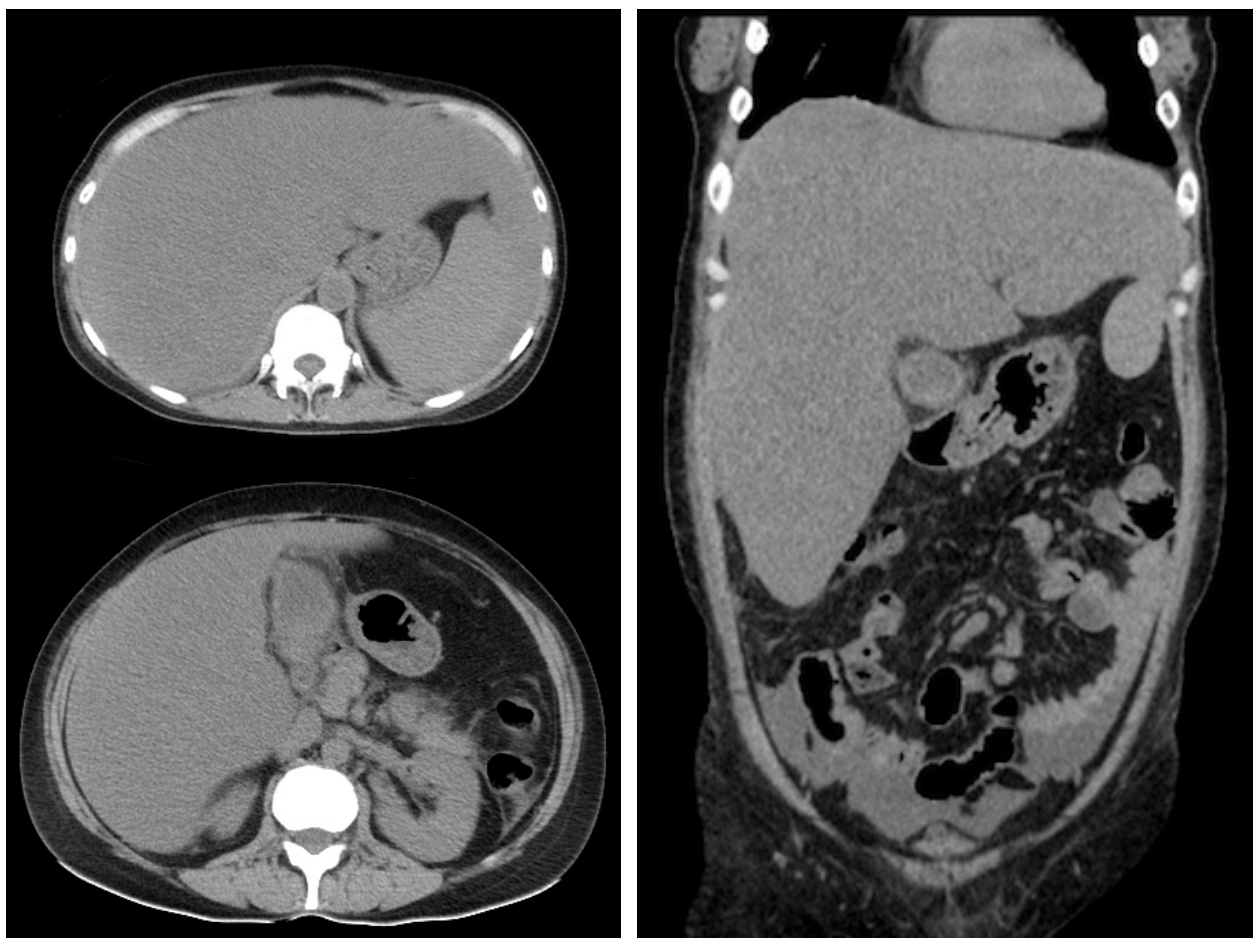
入院時 CT 著明な肝腫大と胆嚢壁肥厚, 腹水
